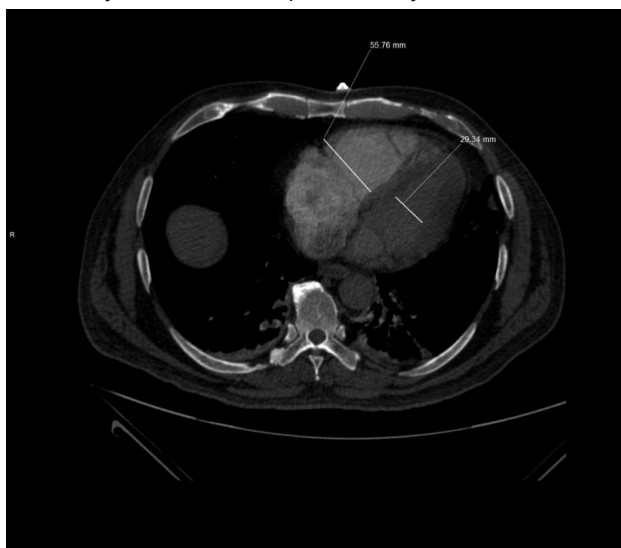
TC en plano axial, mostrando la disminución de la relación entre ventrículo derecho y ventrículo izquierdo.
